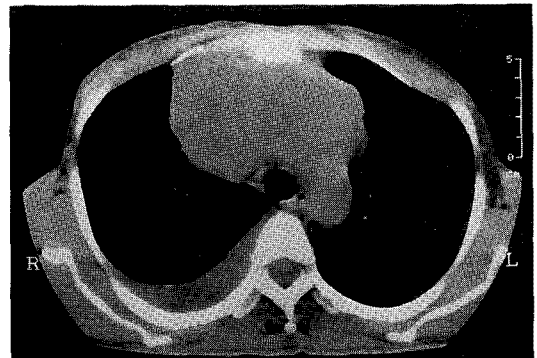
Chest CT scan shows a 9.0×5.8cm sized hypodense mass in right anterior mediastinum.
